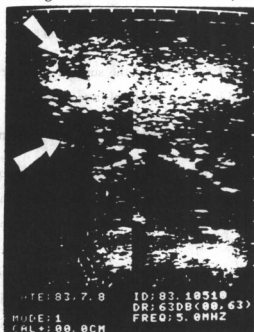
Intraoperative ultrasonogram showing dilatation of intrahepatic bile ducts caused by infiltrating cholangioma
